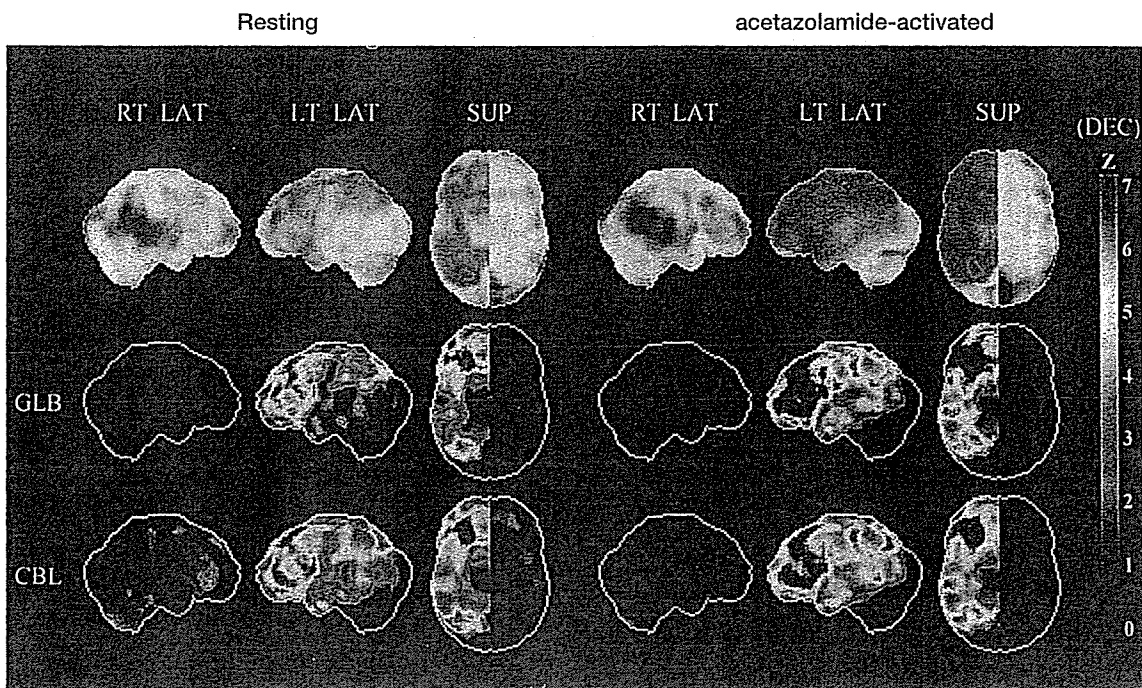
図4-6の症例での術前脳血流 SPECT の Z score 画像解析
